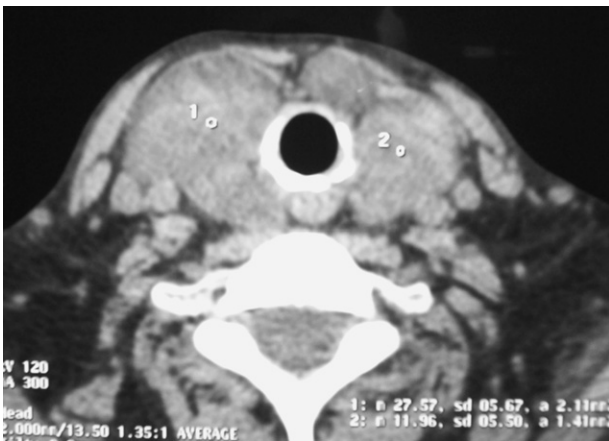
Tomografía axial computada del cuello, que muestra glándula tiroides aumentada de tamaño, con múltiples nódulos.
